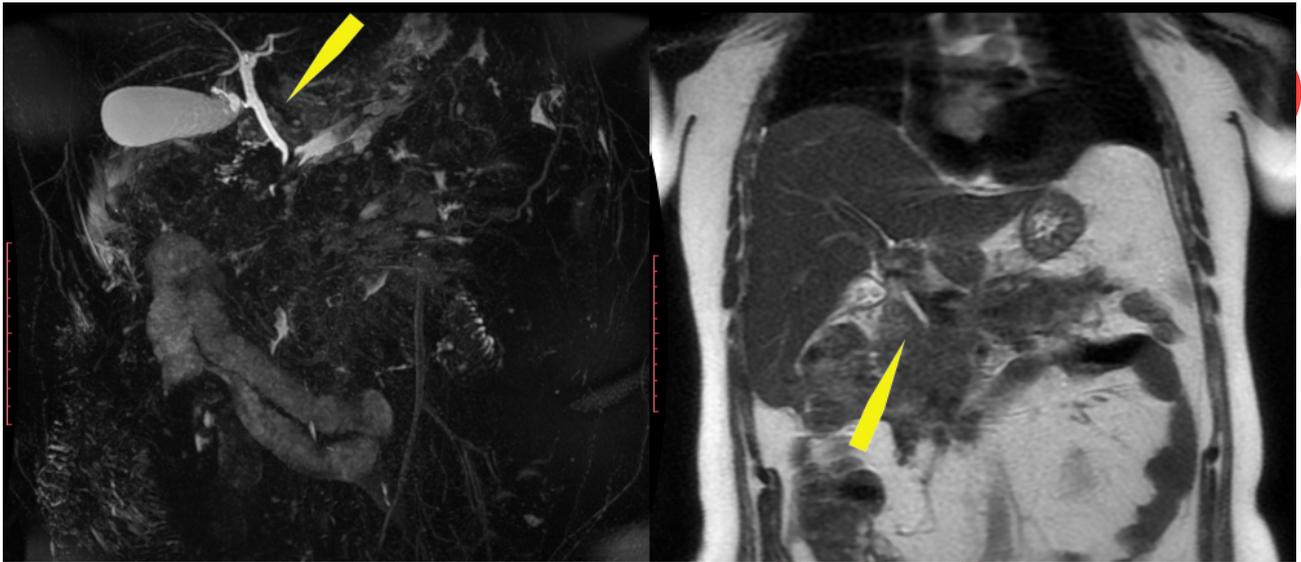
Магнитно-резонансная томографическая холангиография (слева) и T2-ВИ (корональная плоскость, справа). Дистальная часть холедоха «теряется» в инфильтрате, проксимальная часть холедоха и внутрипечёночные желчные протоки не расширены (стрелки).
